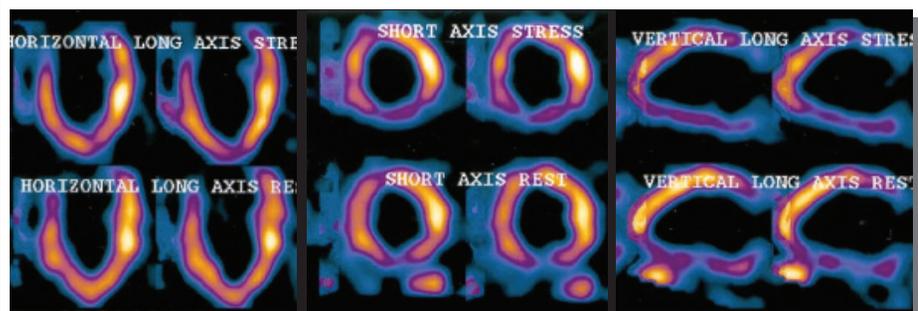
Valutazione scintigrafica di paziente con angina stabile: difetto di captazione del radiofarmaco di aree parietali ipoperfuse.
